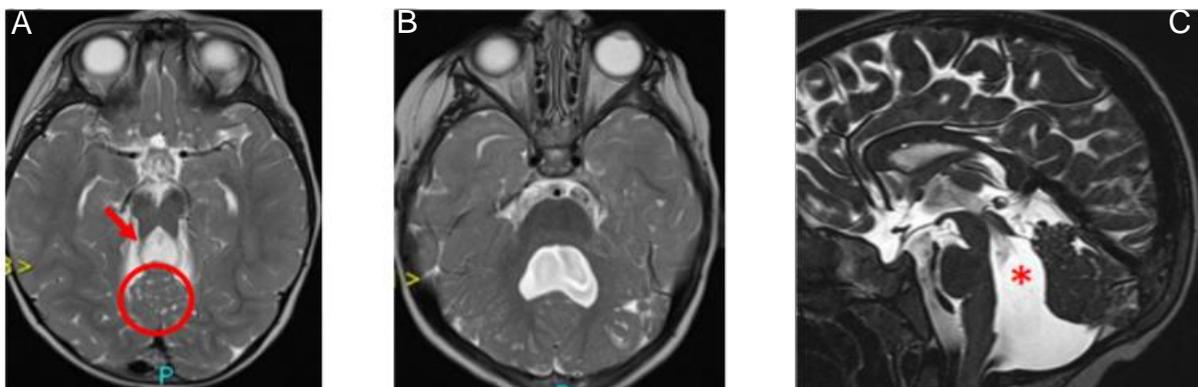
IRM cérébrale d'un patient avec variants pathogènes de *LAMA1* (images issues de l'article de Powell et *al.* (19))
